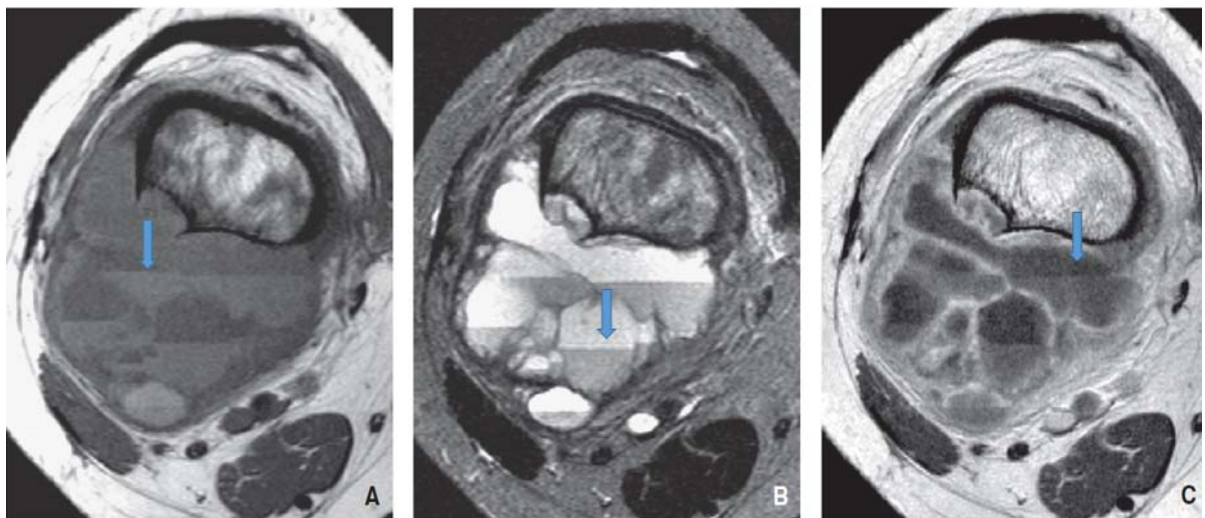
IRM du genou, coupes axiales en pondération T1 (A), T2 (B) et T1 après injection de produit de contraste (c) : Kyste anévrisimal. Lésion de la métaphyse distale du fémur qui déborde largement en dehors du contours osseux. Elle est constituée de multiples logettes qui présentent des niveaux liquide-liquide, dont les cloisons sont rehaussées après injection du produit de contraste.
